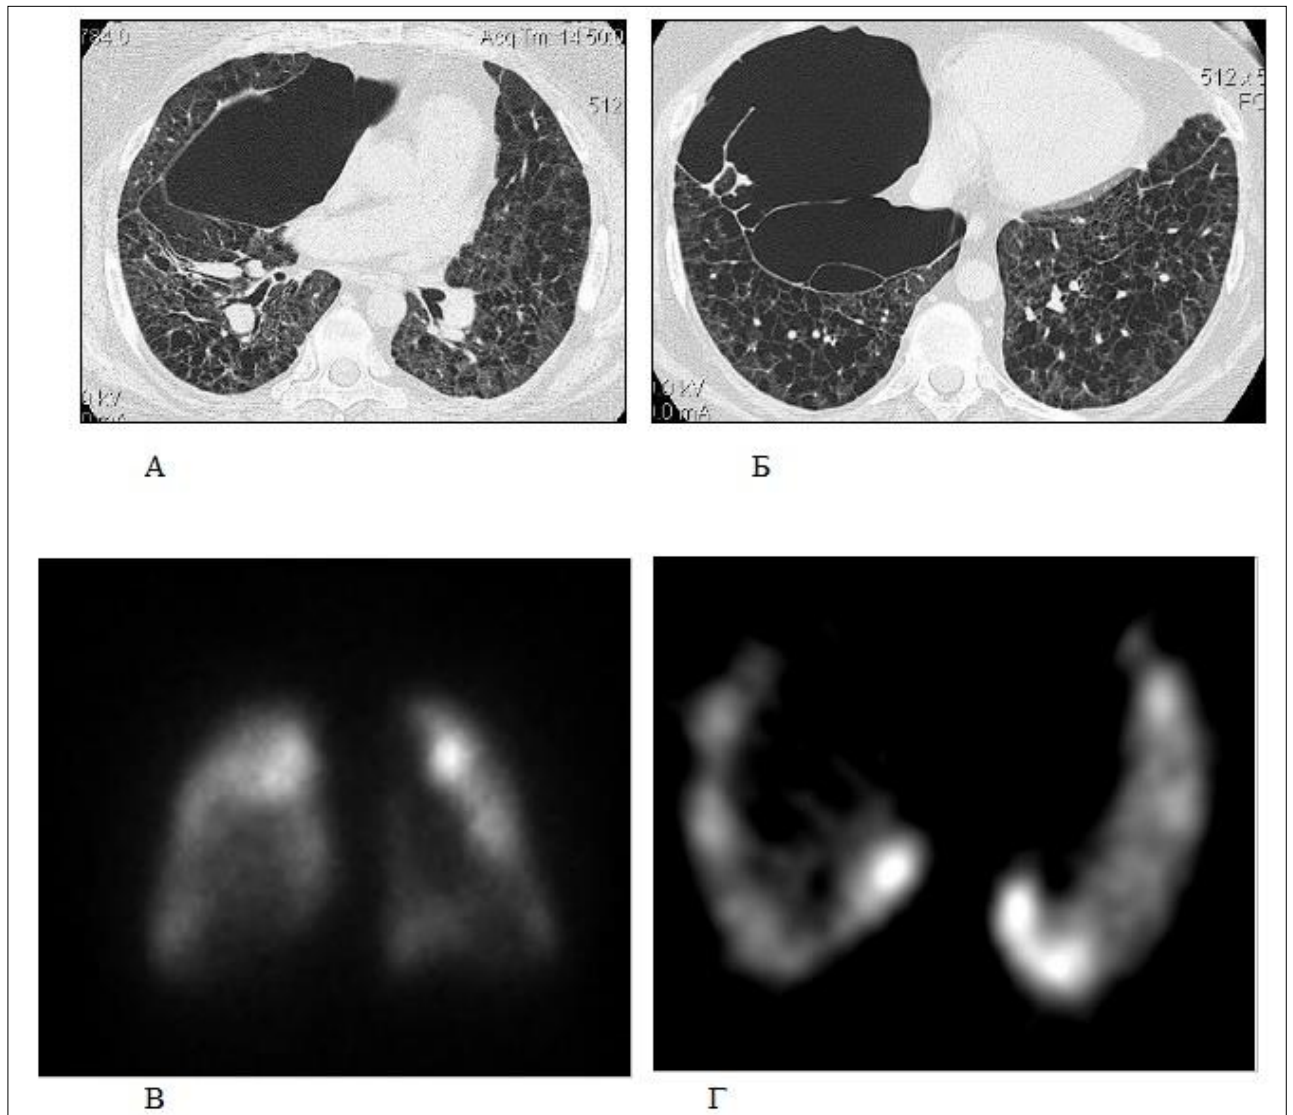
Компьютерные томограммы и сцинтиграммы больной Т., 1979 года рождения. Пневмоторакс при гистиоцитозе на поздней стадии. Определяется субтотальная дезорганизация легочной паренхимы, фиброзные изменения, как последствия ранее перенесенных пневмотораксов (а, б). На объемной реконструкции (в) и аксиальной срезе на уровне базальных отделов (г) ОФЭКТ определяется редукция кровотока в базальных отделах, больше справа
